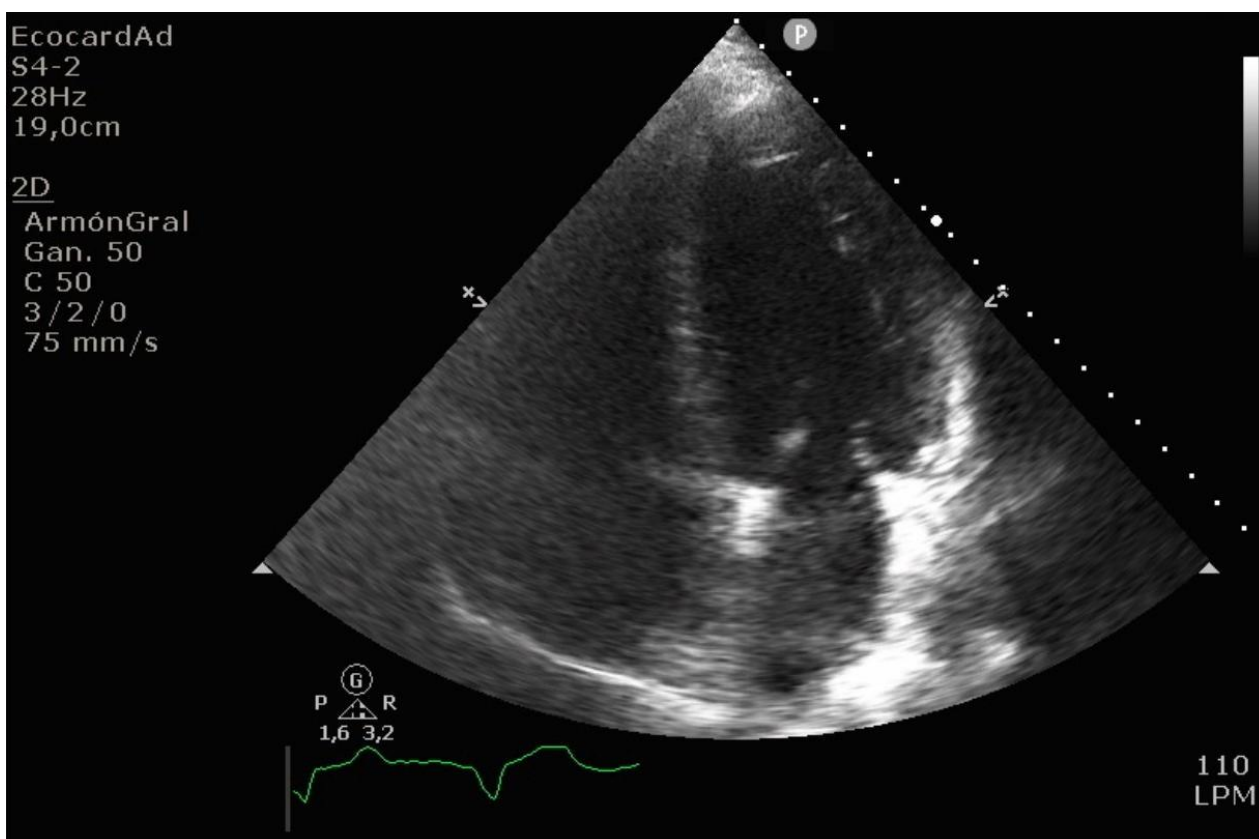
Ecocardiograma en el momento de la presentación en la Unidad Coronaria.
